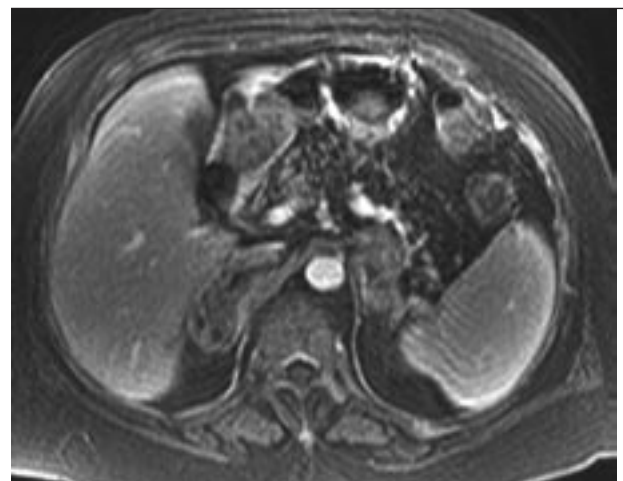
IRM des surrénales en pondération T1 après injection de Gadolinium.
